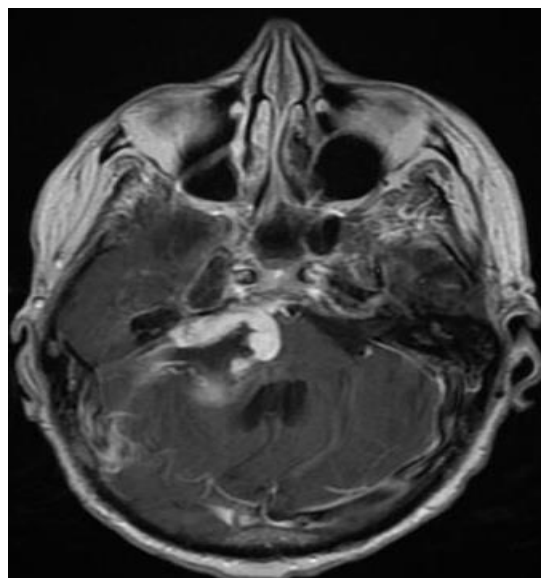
МРТ после второй операции, картина субтотального удаления.
